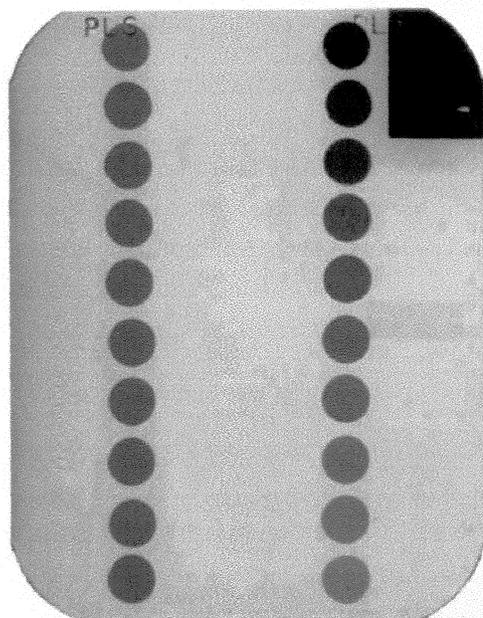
Radiografia obtida utilizando o dispositivo medidor de kVp
